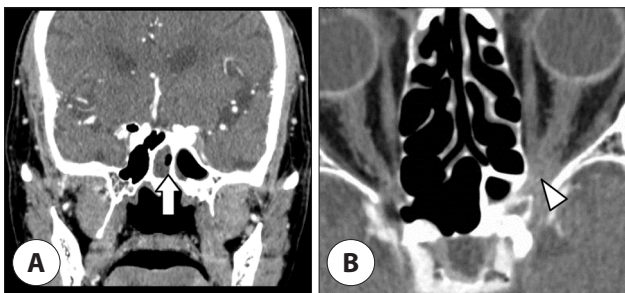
Postoperative computed tomographic (CT) image shows (A) reduced soft tissue lesion in left sphenoid sinus, but the medial lesion of the sphenoid sinus remained due to septation (arrow). (B) Inflammatory lesions in the optic canal and intraconal space did not show significant changes (arrowhead).
